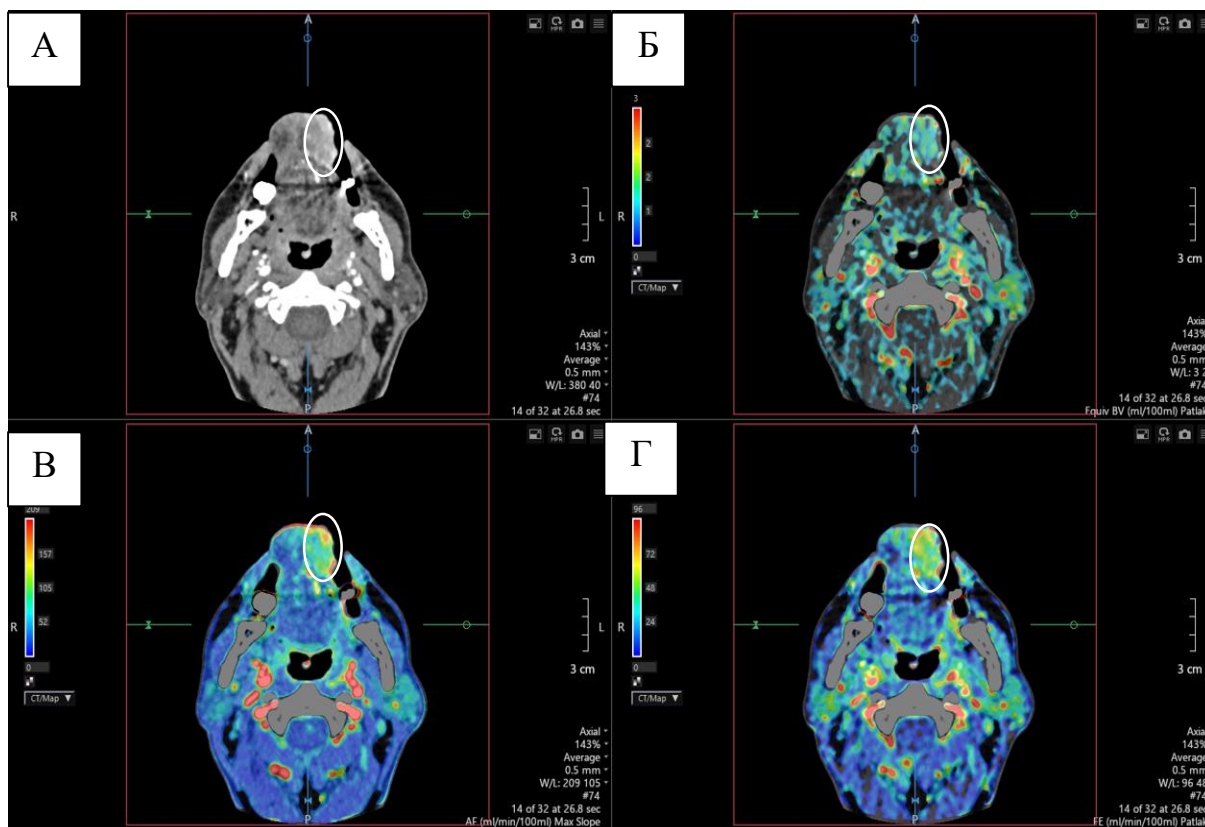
Перфузионная компьютерная томография. Плоскоклеточный рак боковой поверхности языка слева. Компьютерная томограмма в аксиальной плоскости (А) с отображением выделенного участка пораженной части языка слева. На перфузионной карте отображены повышенные показатели Equiv BV (Б) – 52,2 ml/100ml, AF (В) – 95,1 ml/min/100ml, FE (Г) – 15,6 ml/min/100ml.
